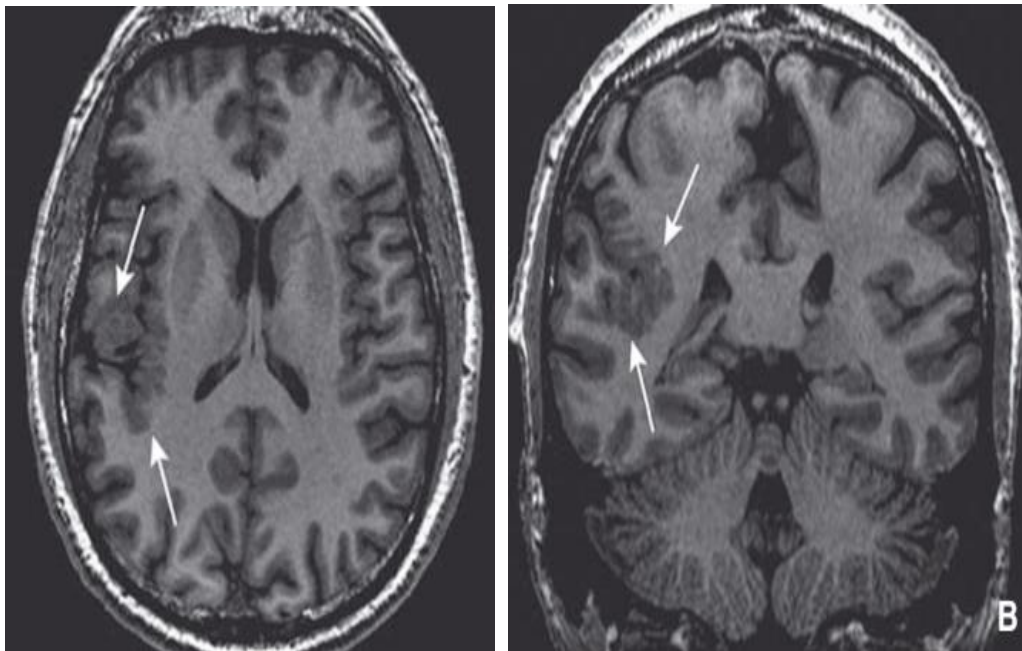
Polymicrogyrie périsylvienne postérieure unilatérale. Coupes axiale (A) et coronale (B) séquence T1 (IRM) (89).
